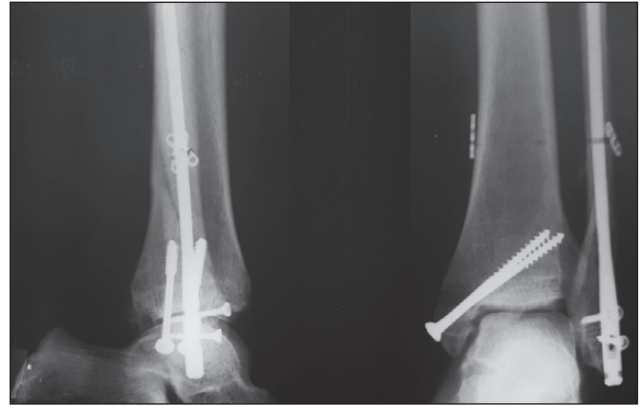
Відбиток з рентгенограми хворої М., результат лікування — консолідуючі переломи медіальної кісточки та заднього краю великогомілкової кістки, консолідація перелому малогомілкової кістки через 1,5 місяця після оперативного лікування запропонованою методикою
